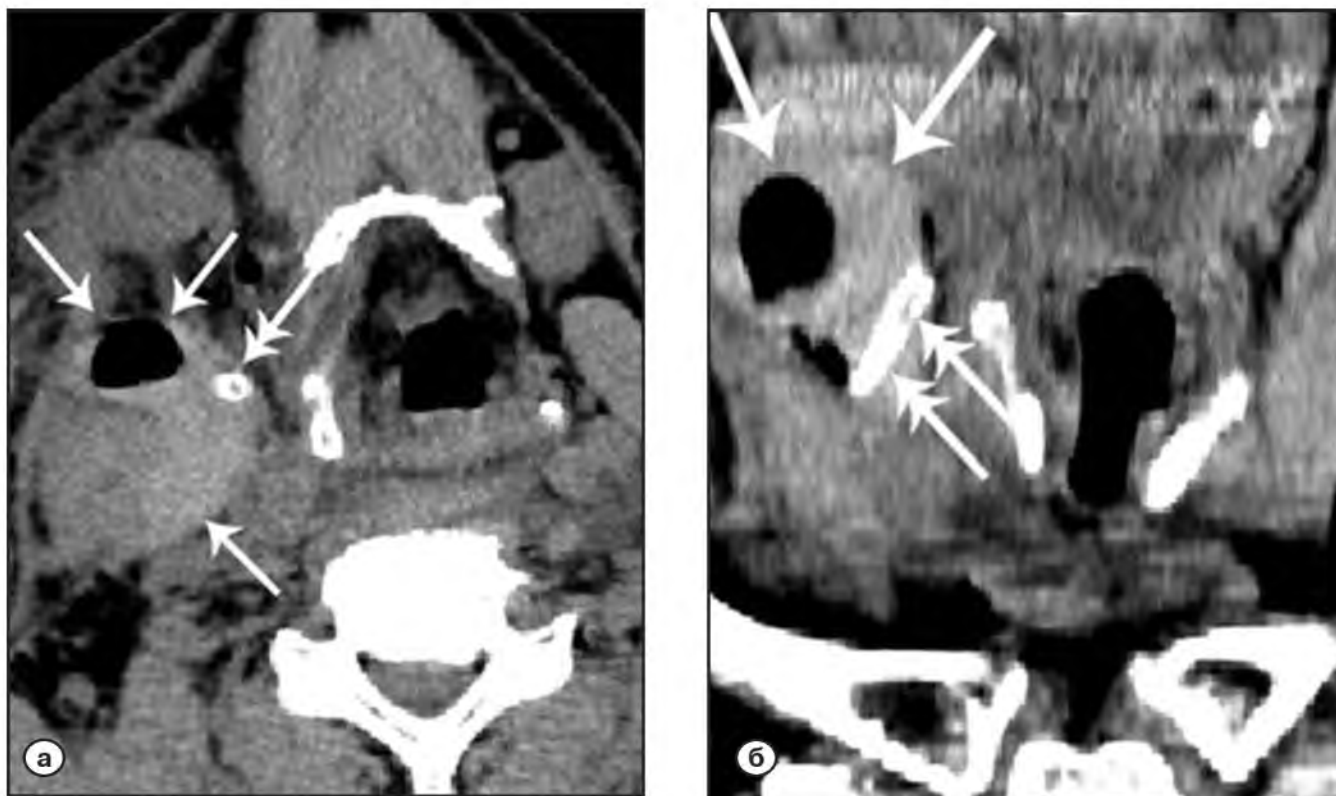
Тупая травма шеи. Посттравматическая гематома. Нативное КТ-исследование демонстрирует деформацию правой половины мягких тканей шеи за счет их отека и массивной гематомы (стрелки). Содержимое гематомы представлено жидкостью и газом, в структуре которой визуализируется дренажная трубка (двойные стрелки). Коэффициент абсорбции излившейся крови составляет 60-65 ед. НУ.
